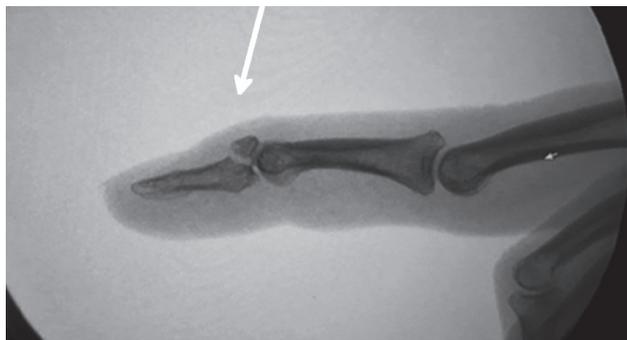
Рентгенограмма III пальца кисти, пациент контрольной группы. Перелом основания ногтевой фаланги (mallet finger). Стрелкой показана зона перелома
